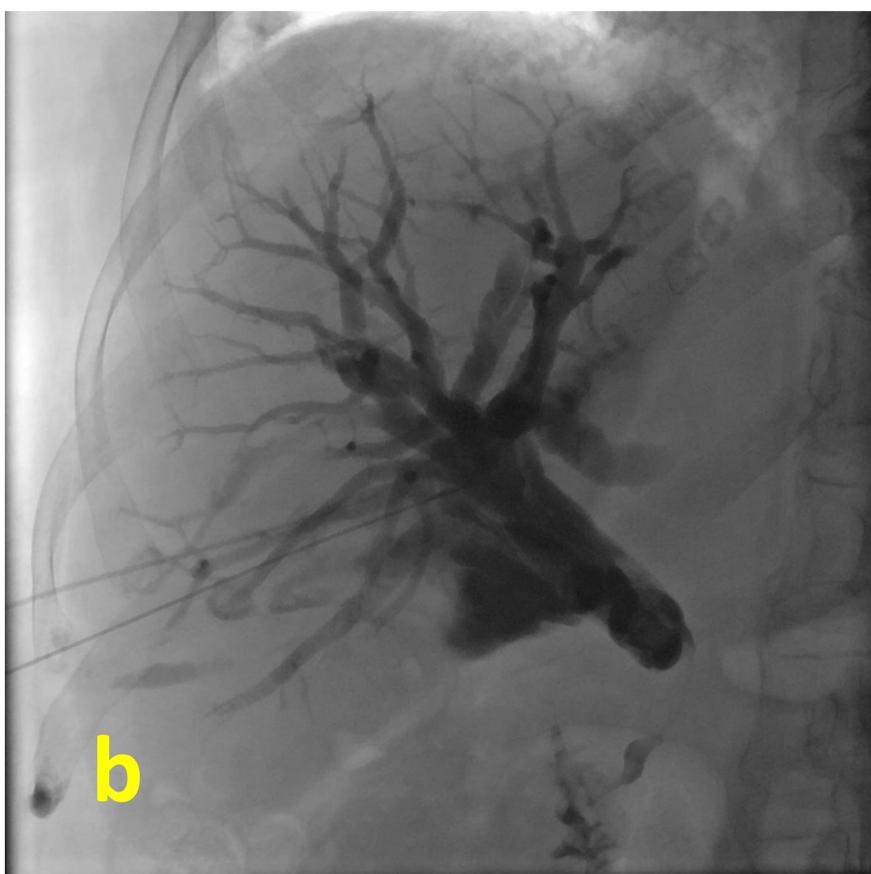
estenosis maligna por cáncer de cabeza de páncreas y metástasis hepáticas: a) reconstrucción coronal de TC donde vemos la obstrucción del colédoco por la neoplasia de páncreas, b) CTH donde se ve el stop brusco c) CTH vemos el DBE y endoprótesis desplegada y paso de contraste al duodeno.
